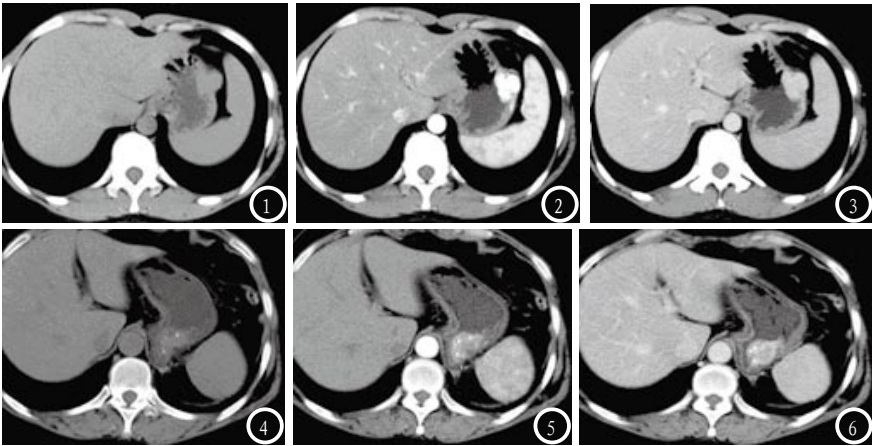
胃体大弯侧病变G1, 累及胃壁全层: 平扫病灶呈分叶状肿块(图1), 密度均匀, CT值约45HU, 动脉期显著强化(图2), CT值约212HU, 晚期强化密度减低(图3), CT值约116HU。图4-6 胃底大弯侧病变G2, 累及胃壁全层: 平扫病灶呈不规则肿块(图4), CT值约42HU, 边界欠清密度不均, 内见多发斑点状钙化, 动脉期不均匀显著强化(图5), CT值约103HU, 晚期强化密度略减低(图6), CT值约97HU。
